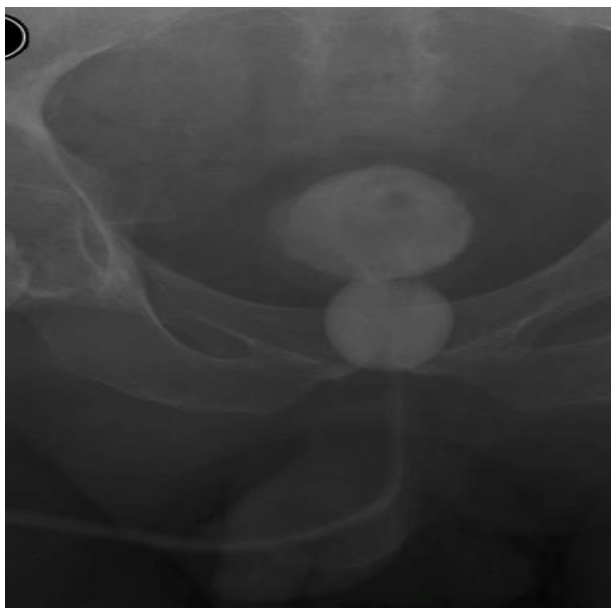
Radiografias realizadas no simulador para ajudar na localização das estruturas anatômicas (a) Sonda com marcador vesical (iodo, mercúrio), (b) Radiografia lateral com tamanho de campo aberto no bladder simulando a área ser tratada (c) Sonda com marcador Retal (bário).
